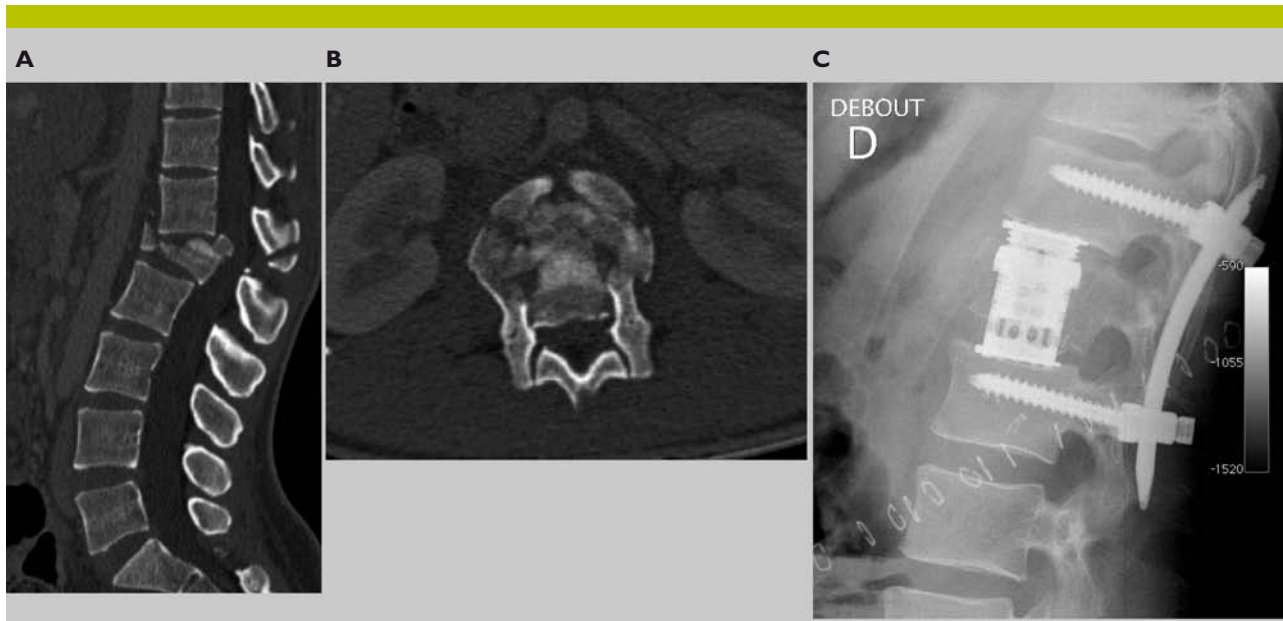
Reconstruction sagittale d'une image CT-scan (A) d'une fracture burst complète de L1 sans troubles neurologiques chez une patiente victime d'une chute de hauteur élevée
